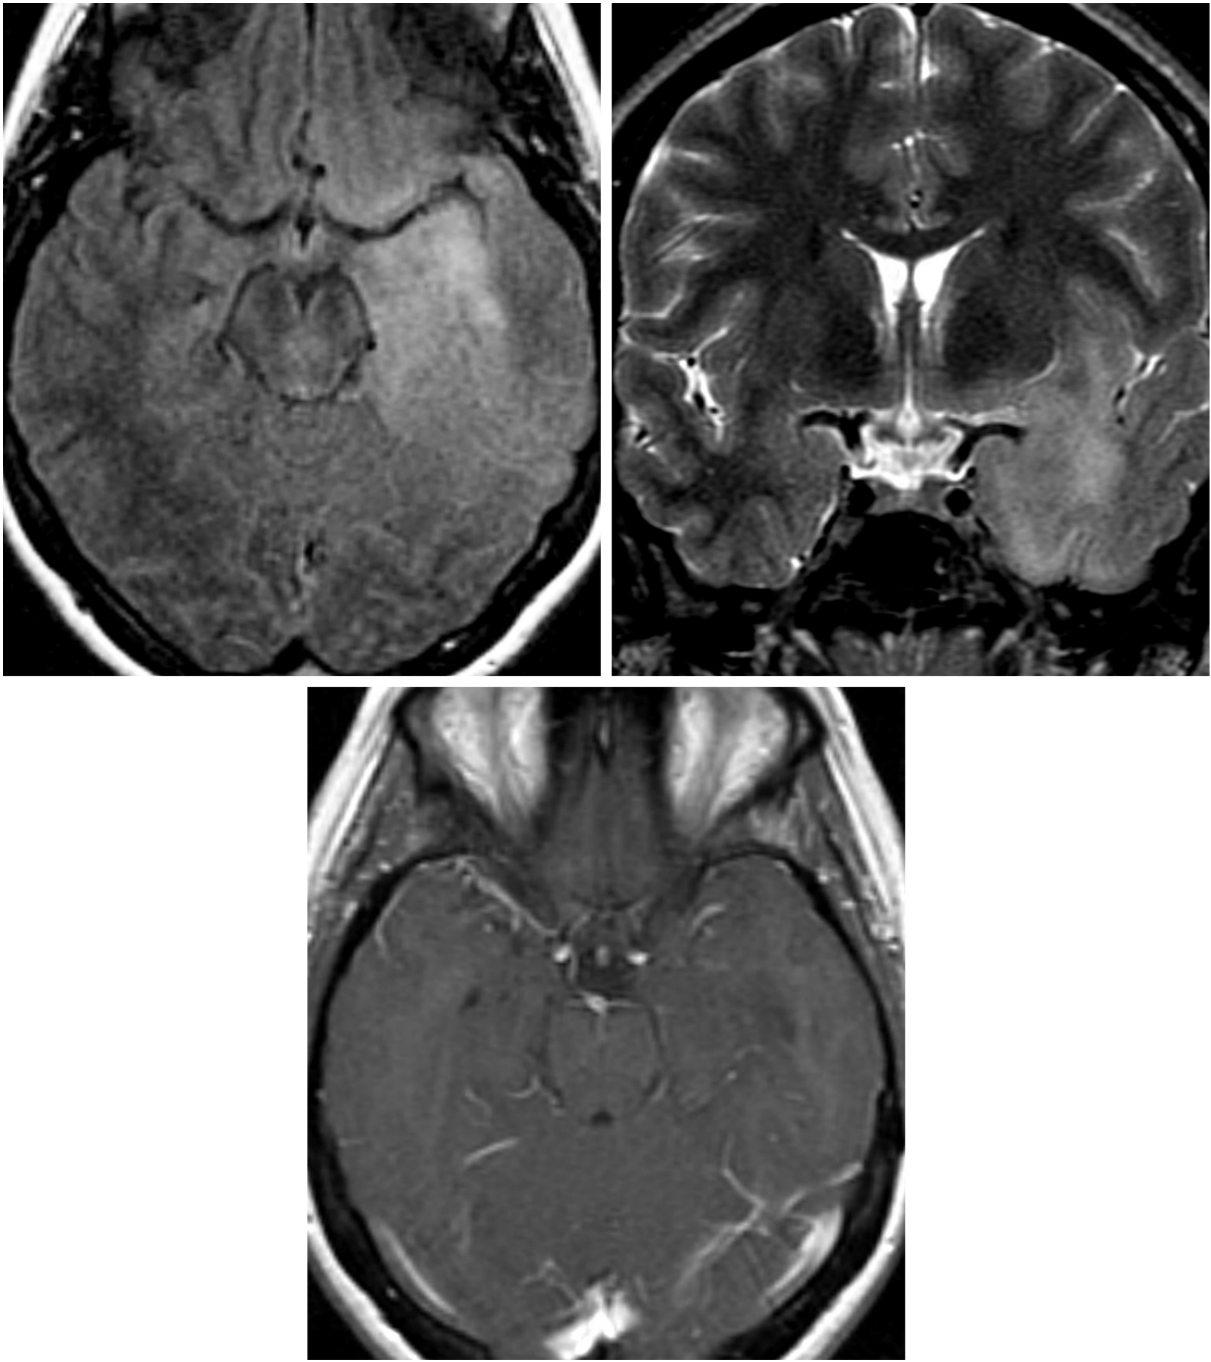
轴位 FLAIR（左上图）和冠状位 STIR（右上图）影像，可见一轮廓不清的浸润性高信号病变，累及左侧颞叶、左侧岛叶以及左下额叶。T1WI 增强相（下图）示该低级别星形细胞瘤无强化。
